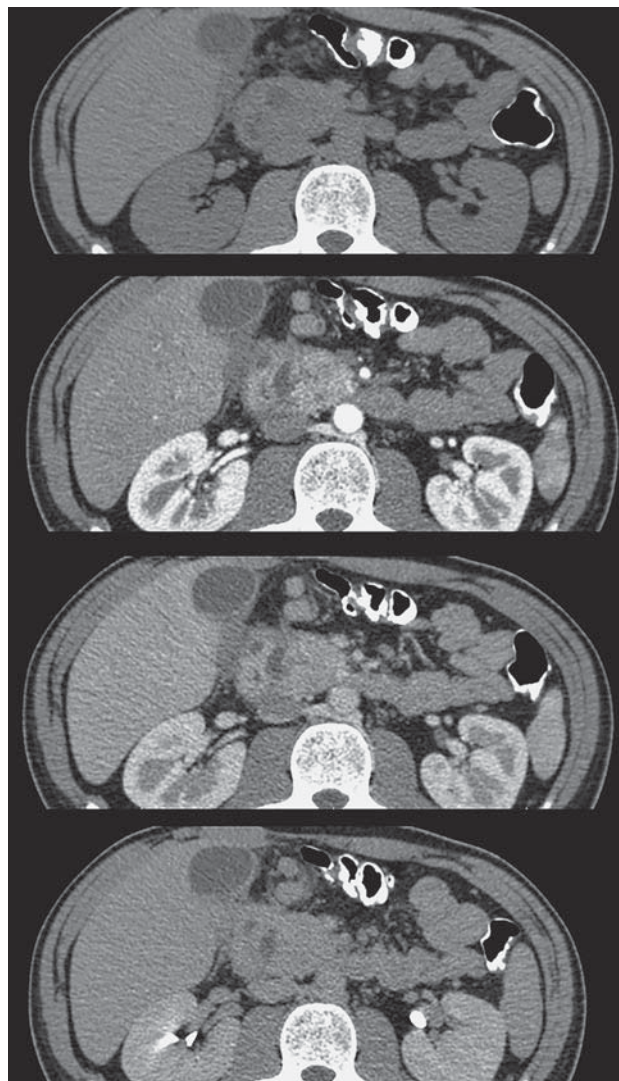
КТ-картина острого панкреатита преимущественно головки поджелудочной железы. Формирующиеся кисты головки.
